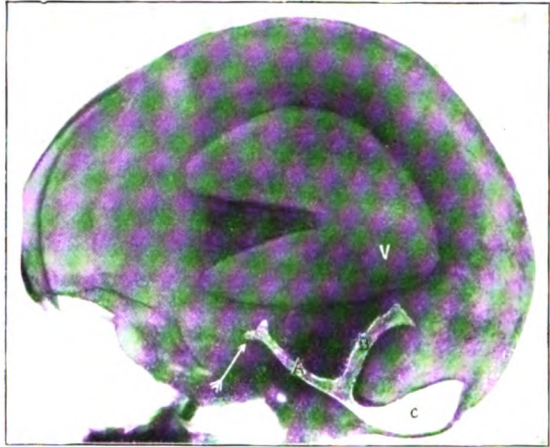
Retuschiertes Röntgenbild nach lumbaler Füllung nach Dandy. C = Cisterna magna stark gefüllt, B = subtentorieller Raum, nur zum Teil gefüllt. A = basale Zisternen, nur bis zum Pfeil gefüllt. Gar keine Luft in den Sulci. V = erweiterter, zum Teil mit Luft gefüllter Ventrikel.
